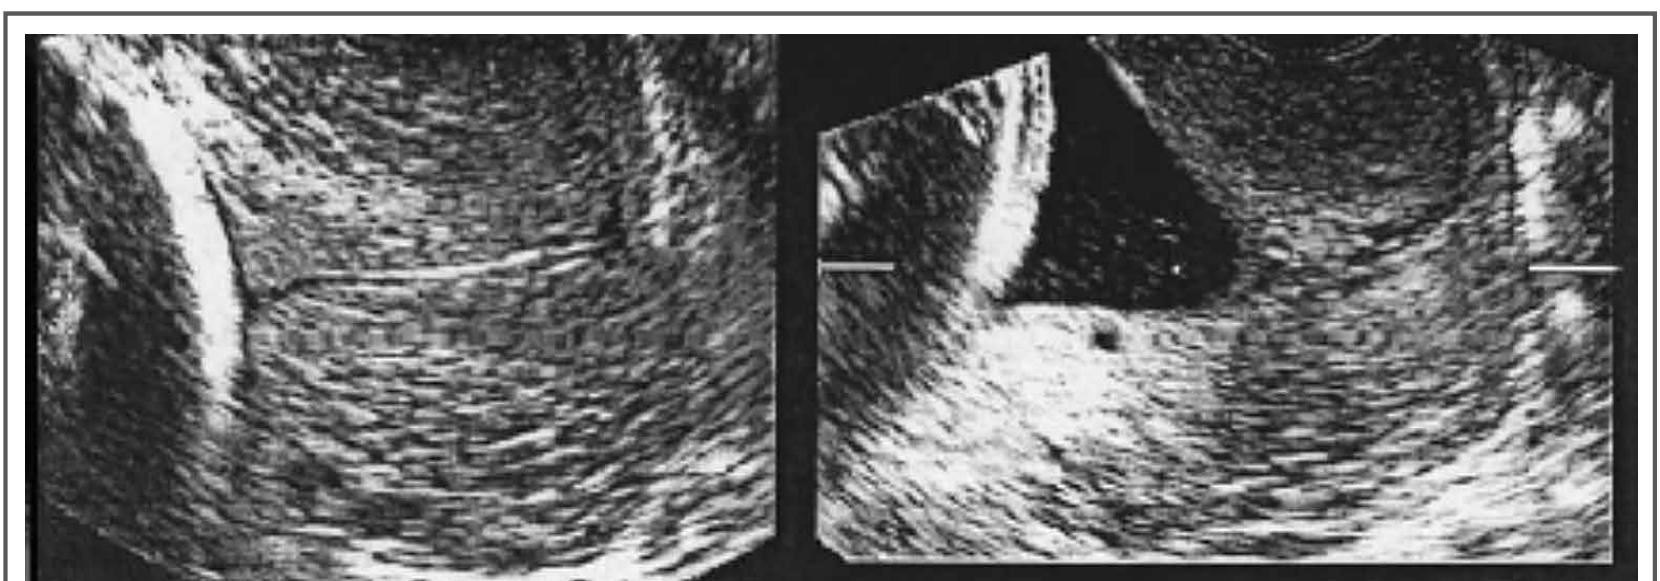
USG TV mostrando colo uterino de tamanho normal (A) e colo uterino diminuído (< 2,5 mm)
